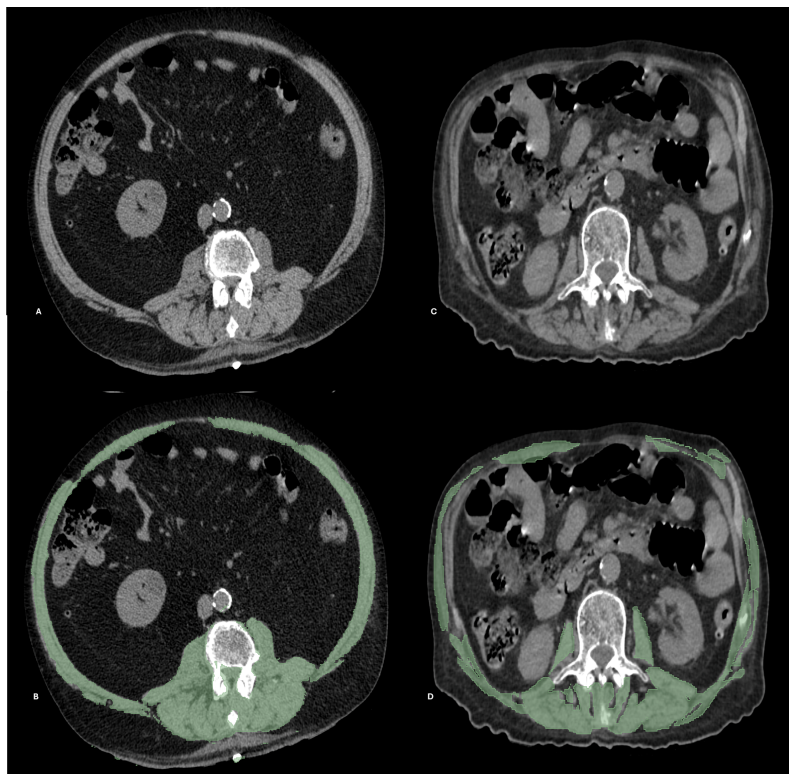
TC abdominal sin contraste intravenoso y segmentación de la musculatura paravertebral y de la pared abdominal de un paciente sin patología abdominal conocida (A y B) y de otro paciente diagnóstico de cáncer de páncreas, no visible en el corte incluido, con elevado riesgo de sarcopenia (C y D). Nótese la marcada diferencia del espesor muscular en el segundo paciente, especialmente llamativo en la musculatura de la pared abdominal anterior y músculos psoas.
